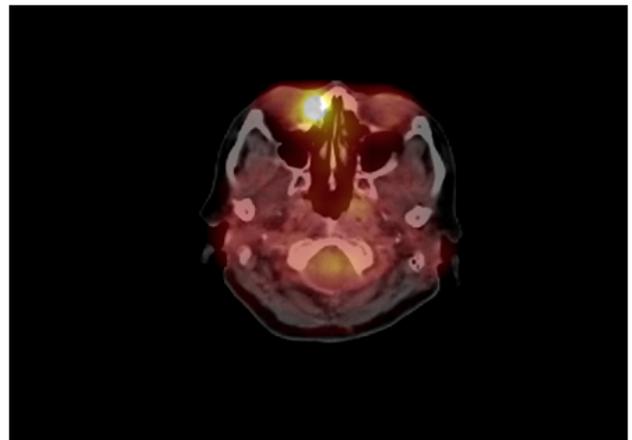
Positron emission tomography (PET) CT revealed hypermetabolism in the area of the right nasolacrimal duct with extension into the orbital wall.
